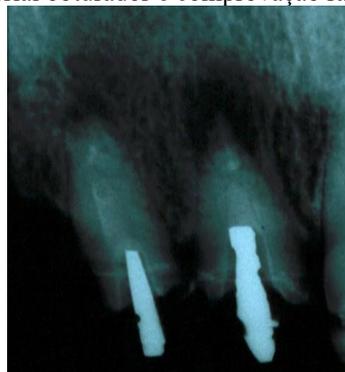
Aspecto radiográfico inicial. Presença de radiotransparência óssea periapical circunscrita e núcleos metálicos fundidos.
